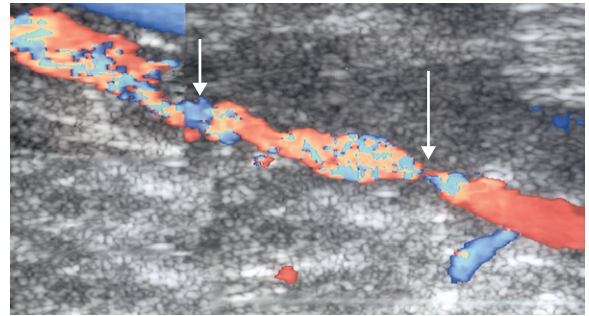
Zwei hochgradige Stenosen in der AFS sind an den Bereichen mit gestörtem Farbdopplerfluss und Aliasing erkennbar (Pfeile).
